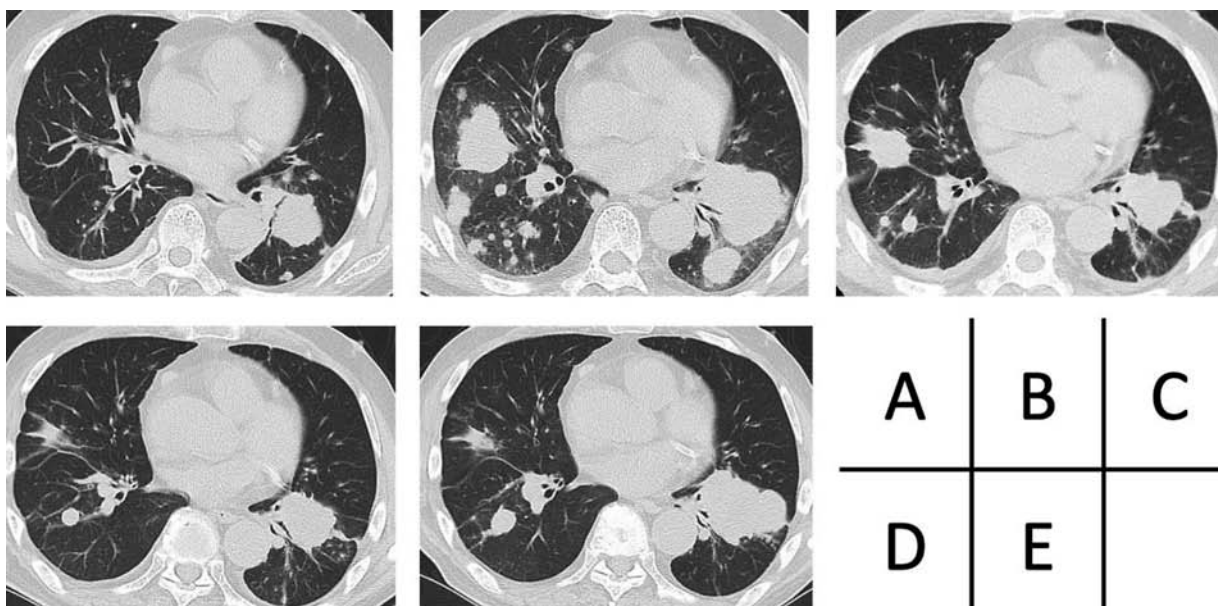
Chest computed tomography scans during the entire systemic treatment course. (A) Before the systemic treatment. (B) One course after gemcitabine and carboplatin (GCarbo) treatment. (C) Two courses after pembrolizumab treatment. (D) During myasthenia gravis treatment. (E) After one course of GCarbo retreatment.
